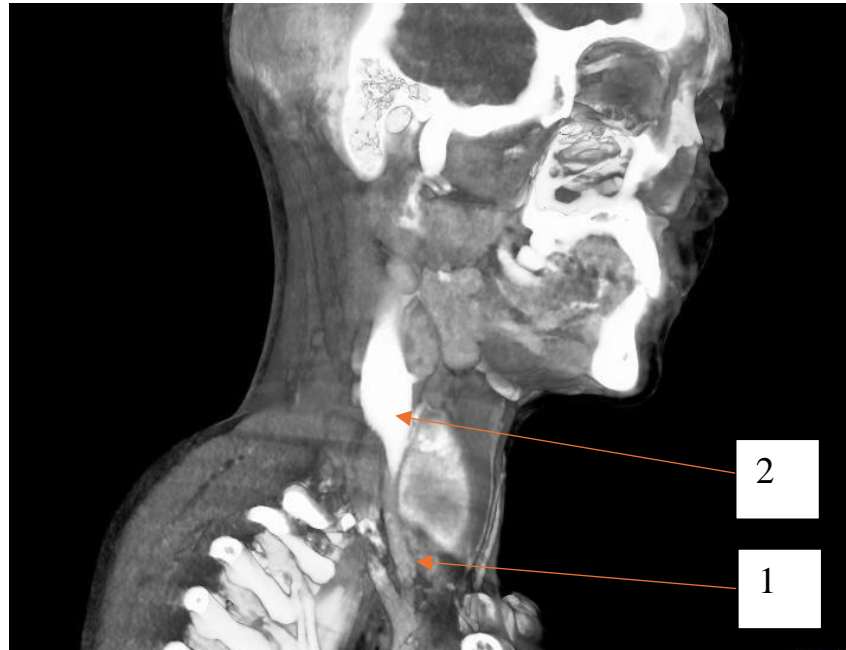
Компьютерная томограмма пациентки Г., 21 год, от 06.11.2024, отсроченная фаза.
